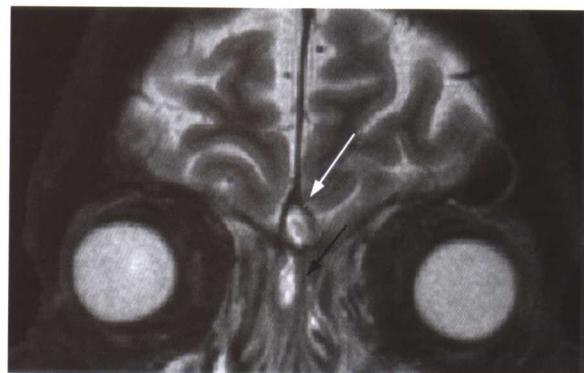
鼻息肉。冠状位 CT T_2W_1 鼻窦（S）的分泌物颜色较深，提示为高蛋白的浆液性物质。对比于信号较强的半透明的黏膜，完整的鼻中隔（黑箭头）和鸡冠（白箭头）。
